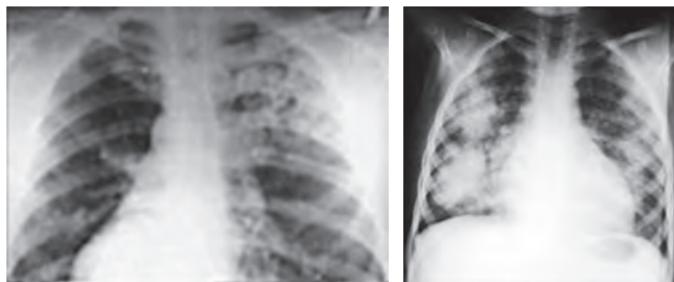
Рентгенологическая картина при синдроме Гудпасчера
